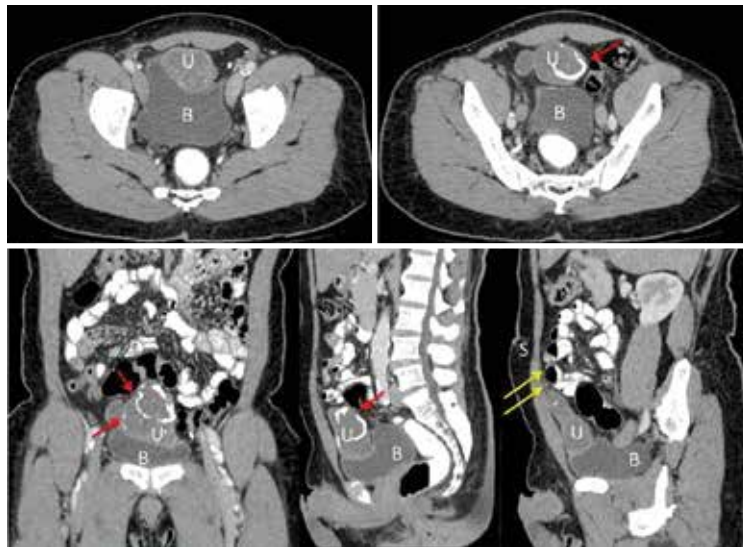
Axial, sagittal and coronal CT images show a heterogeneously enhancing mass (labelled as U) arising from the dome of the urinary bladder (marked as B) over the midline. This mass grows exophytic with no significant intravesical component. A thin band (yellow arrow) connects the superior aspect of this mass to the umbilicus (labelled as S). This mass has few curvilinear and stippled calcifications that suggest psammomatous calcification (red arrow)
